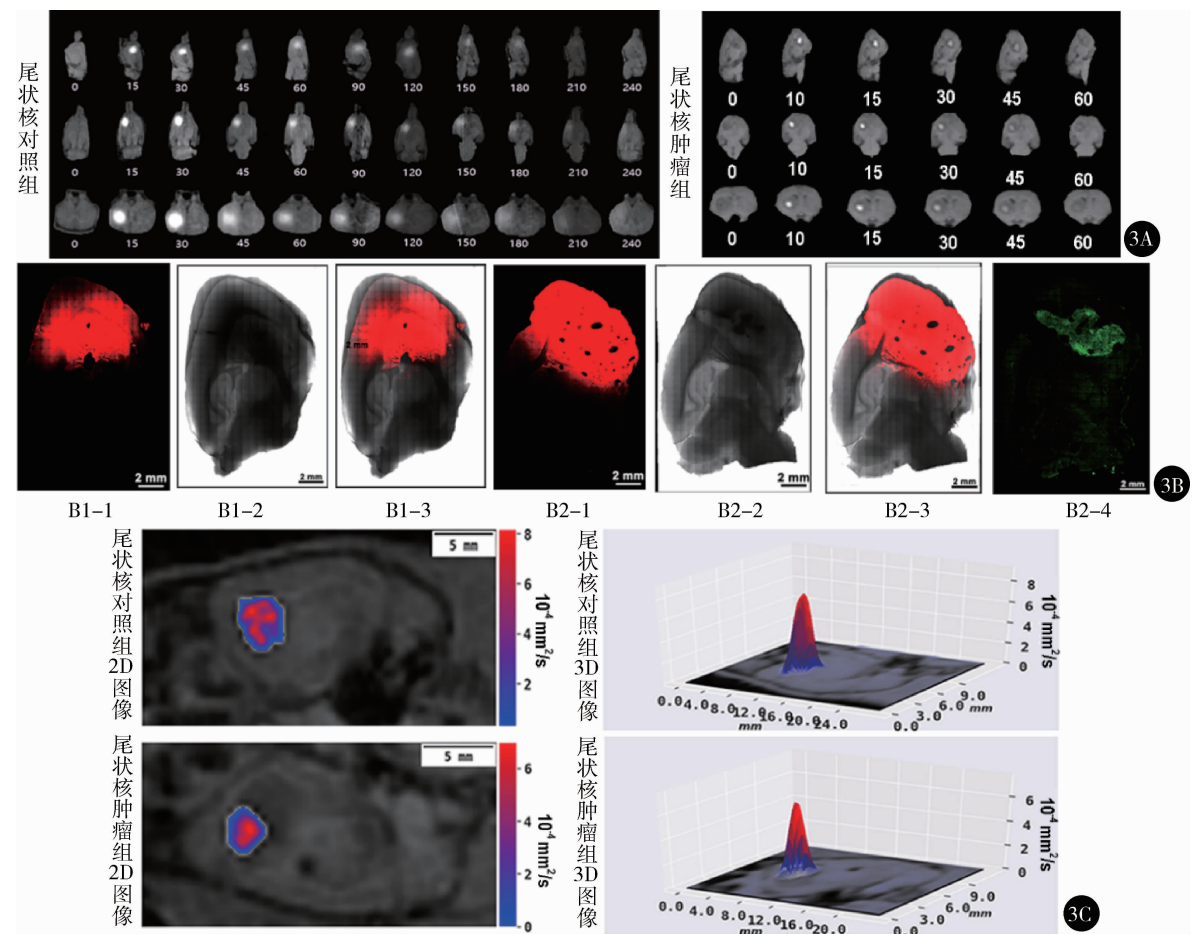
光、磁示踪剂在尾状核对照组和尾状核肿瘤组 ECS 中扩散分布图像及扩散参数: A. Gd-DTPA 在尾状核对照组及尾状核肿瘤组中随时间扩散的 MRI 矢状位、冠状位、横轴位图像; B. Alexa Fluor 594 在尾状核对照组及尾状核肿瘤组中扩散 2 h 后的离体脑片图像, B1-1. 尾状核对照组 Alexa Fluor 594 扩散的荧光图像, B1-2. 尾状核对照组脑切片的光镜图像, B1-3. 尾状核对照组荧光图像与光镜的叠加图像, B2-1. 尾状核肿瘤组 Alexa Fluor 594 扩散的荧光图像, B2-2. 尾状核肿瘤组脑切片的光镜图像, B2-3. 尾状核肿瘤组荧光图像与光镜的叠加图像, B2-4. 尾状核肿瘤组的肿瘤图像; C. 尾状核对照组及尾状核肿瘤组的 D-mapping 图像, 分别用二维、三维图像表示示踪剂在矢状位图像中的 D_{ECS} 值分布, 红色代表 D_{ECS} 数值较大, 蓝色代表 D_{ECS} 数值较小
